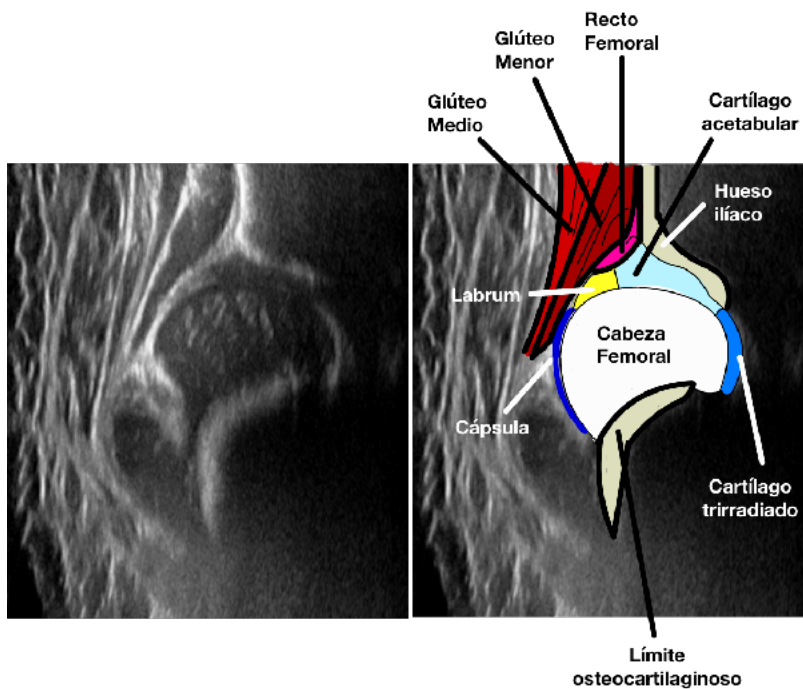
Ecografía de cadera con el método de Graf, donde se pueden identificar las estructuras óseas y cartilagosas
